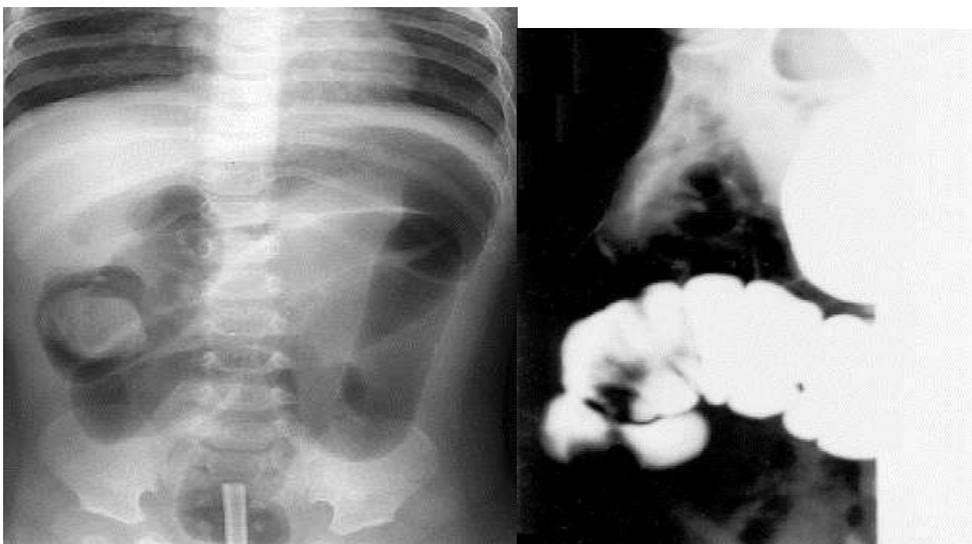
Рентгенологическая диагностика инвагинации кишечника
